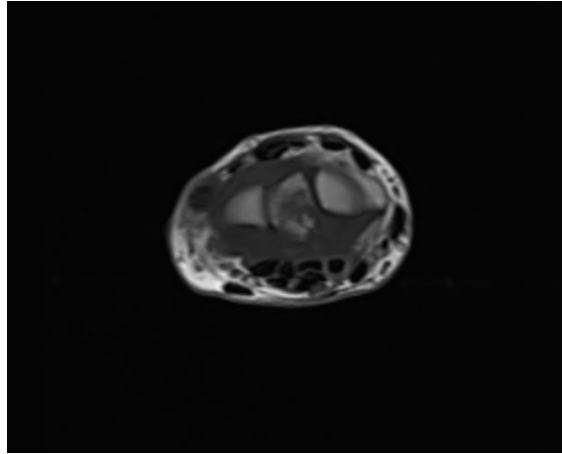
On MRI, T1-weighted scans on the left wrist showed hypointense signal area extending from the central of the lunate bone to the palmar facial cortex.
